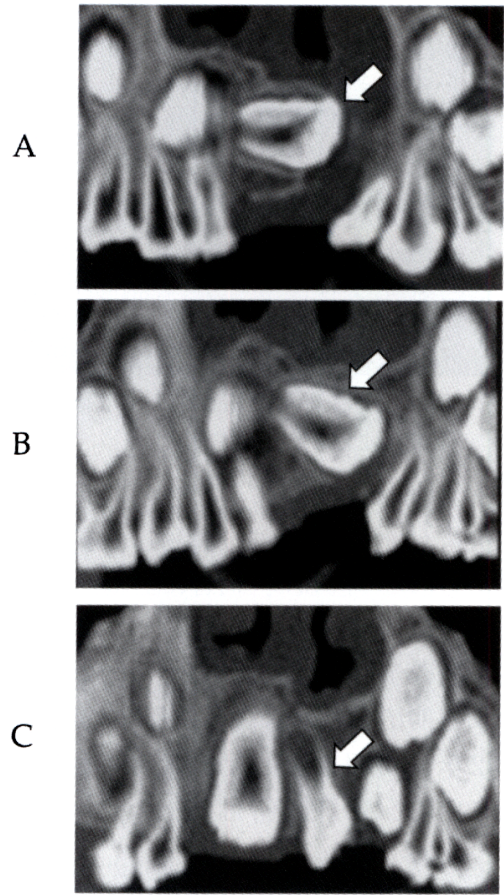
症例3. CT画像(歯列平行断層画像)における上顎右側中切歯の位置の推移
